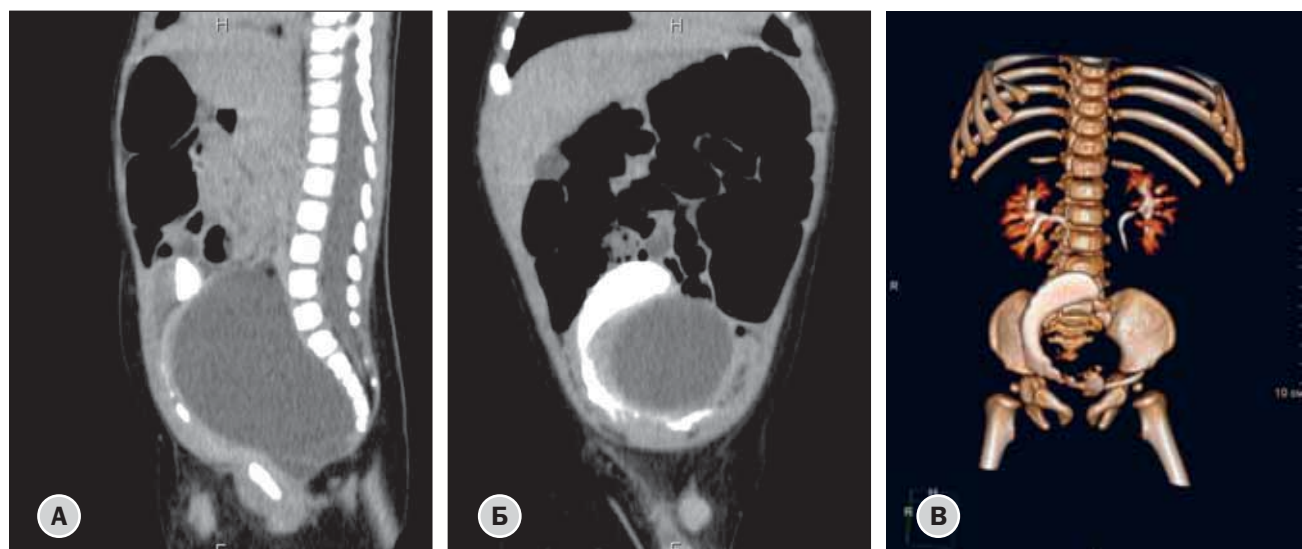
Компьютерная томограмма почек и мочевого пузыря с контрастом, выполненная у пациента 4 мес
